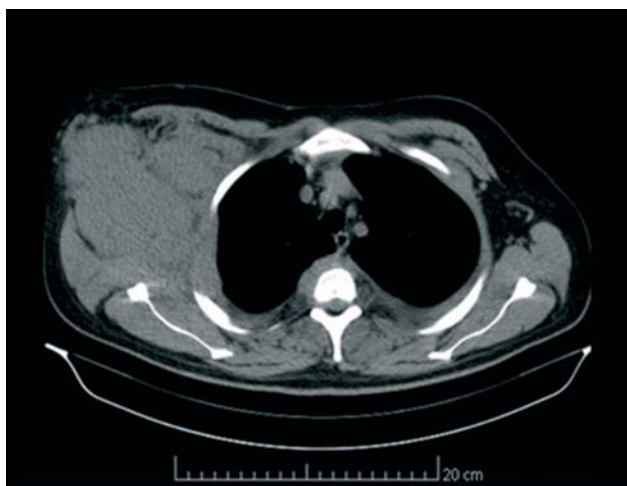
Tomografie toracică pacient 1. Masă tisulară axilară dreaptă de mari dimensiuni formată prin confluarea mai multor leziuni. Leziuni cu caracteristici similare la nivel parietal toracic, în adiacența arcurilor costale și paravertebral toracic.
